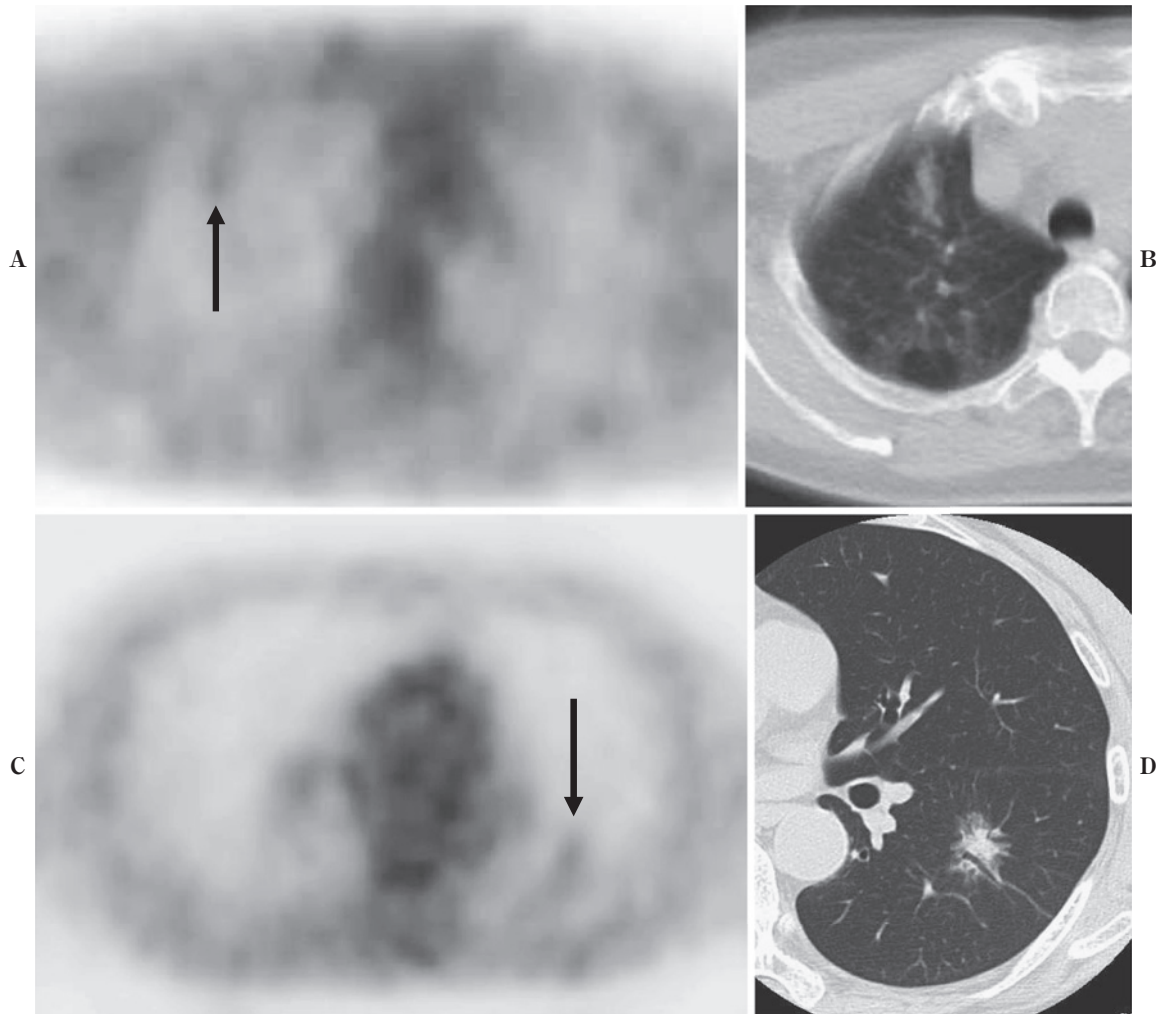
A, B: Inflammatory scar. FDG-PET demonstrates mild accumulation (SUVmax=1.7). CT shows a small nodule in the right apex. The CT and FDG-PET findings have not changed during a 2-year follow-up period. C, D: Adenocarcinoma in the left lower lobe. FDG-PET demonstrates mild accumulation (SUVmax=1.4). Thin-section CT shows a nodule with peripheral ground-glass attenuation and an air-bronchogram.
